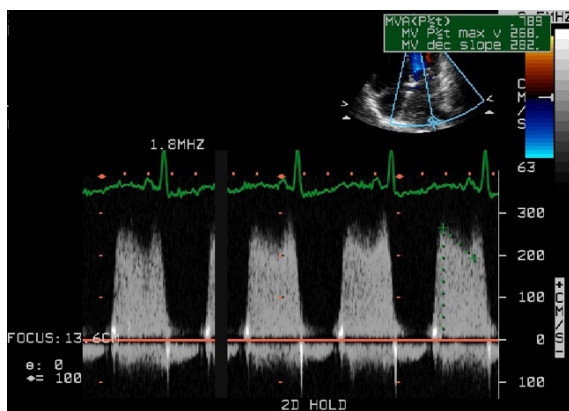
ETT, Doppler continuu în incidență apicală 4 camere la nivelul valvei mitrale la un pacient cu SM: anvelopa fluxului cu viteză mare și panta de decelerare a primei unde (unda E) aplătizată, aspect tipic pentru SM.
